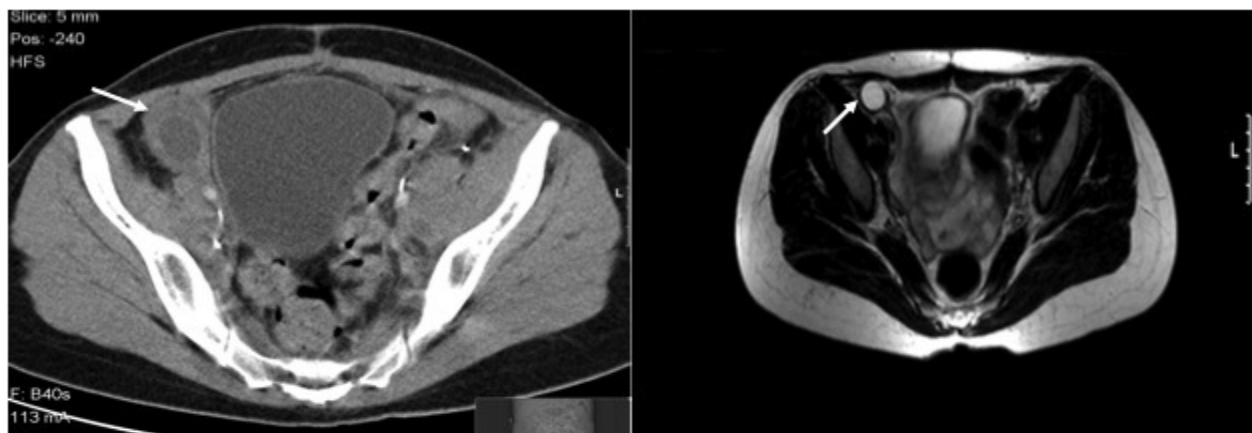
Estudo de *follow-up* dois meses após histerectomia radical e transposição dos ovários em mulher de 34 anos com carcinoma pavimento-celular do colo do útero estadiob₁. A TC mostra a presença de lesão quística com parede espessa, captante de contraste. Na RM realizada três meses depois observa-se resolução completa deste quisto de provável natureza hemorrágica (seta).
